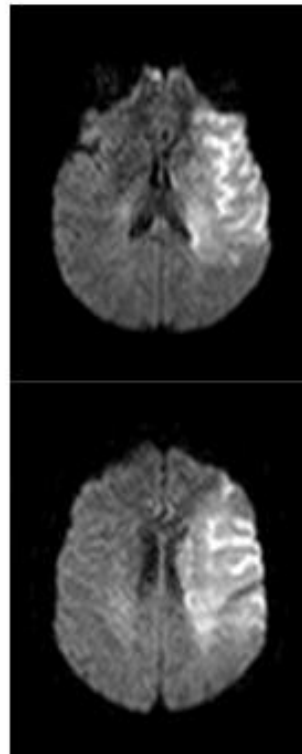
59 year-old female with aphasia and right-sided hemiplegia. CT-ASPECTS = 8, DWI-ASPECTS = 1.
